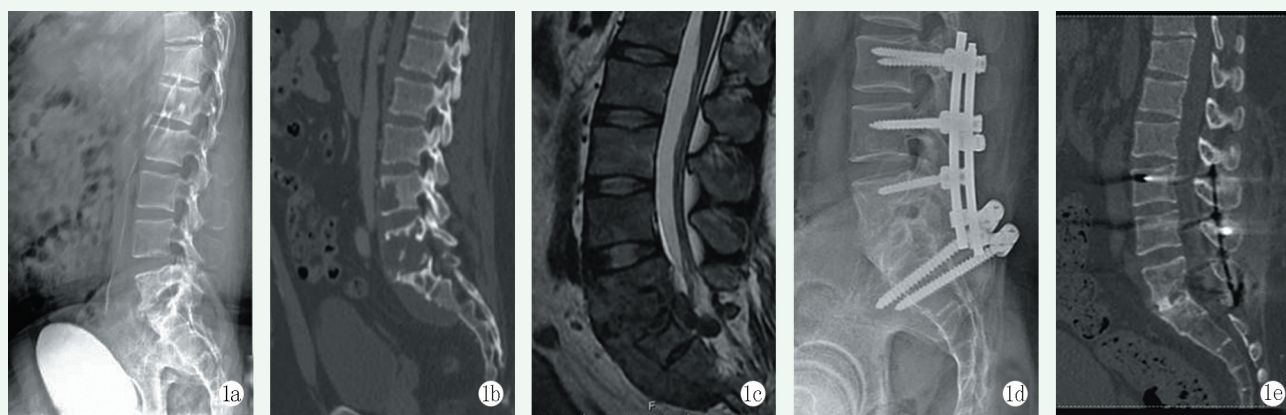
患者，男，26 岁， L_5/S_1 椎体结核，行单纯后路手术。1a: 术前 X 线片示 L_5/S_1 椎体骨质破坏；1b: 术前 CT 示椎体破坏，椎间隙塌陷，局部死骨形成；1c: 术前 MRI 见病灶突入椎管；1d: 术后 1 年 X 线片示内固定位置良好，椎间隙可见骨块融合；1e: 术后 1 年 CT 重建进一步证实植骨块与上下椎体融合。
